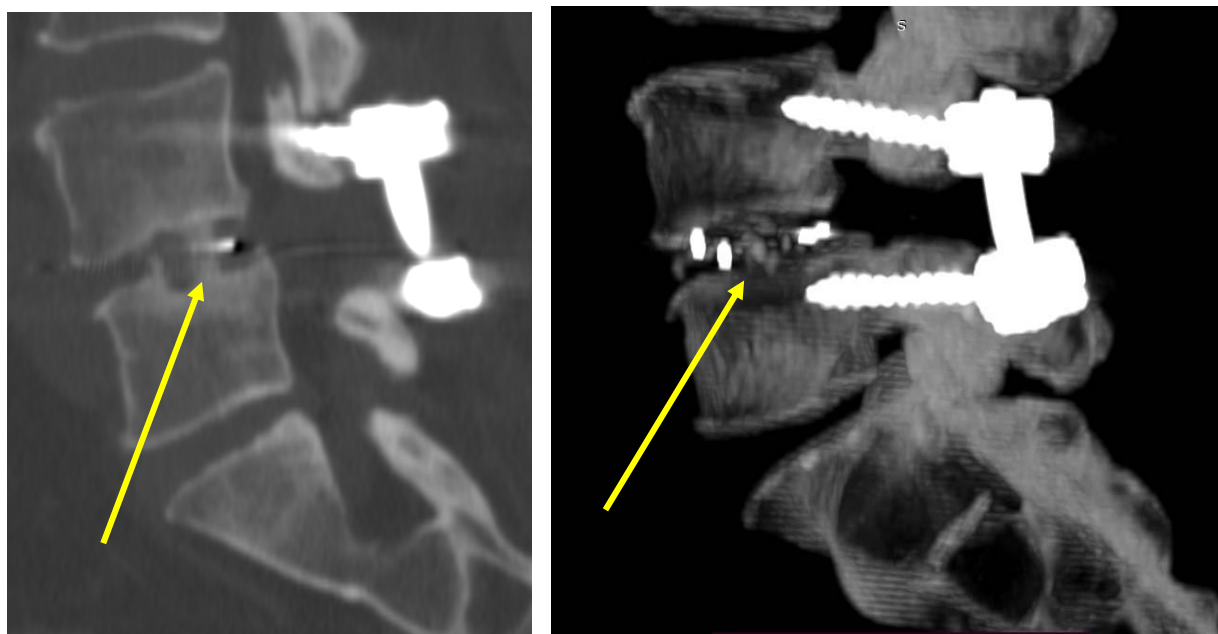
Tomografia computerizată a confirmat prezența unei fuziuni intersomatice solide (săgeata galbenă)
